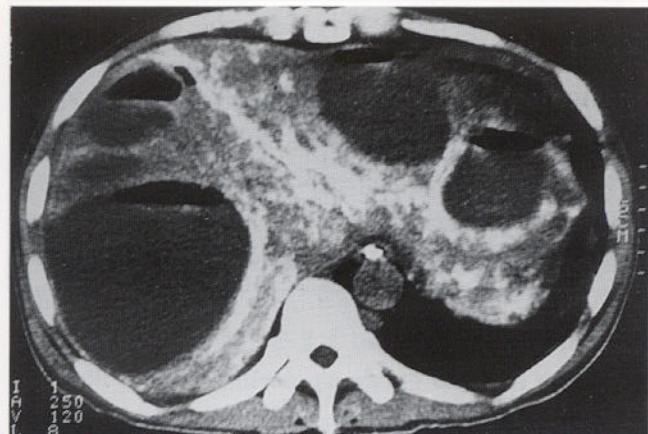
Four weeks later, abdominal CT reveals multiple hepatic abscesses with air-fluid levels in both lobes of the liver.
